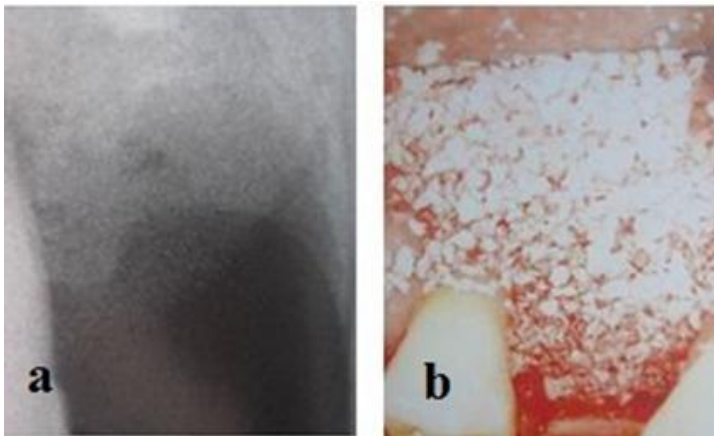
(a) radiographie montrant l'importance de la lyse osseuse ; (b) comblement du défaut osseux avec Bio-Oss®.
